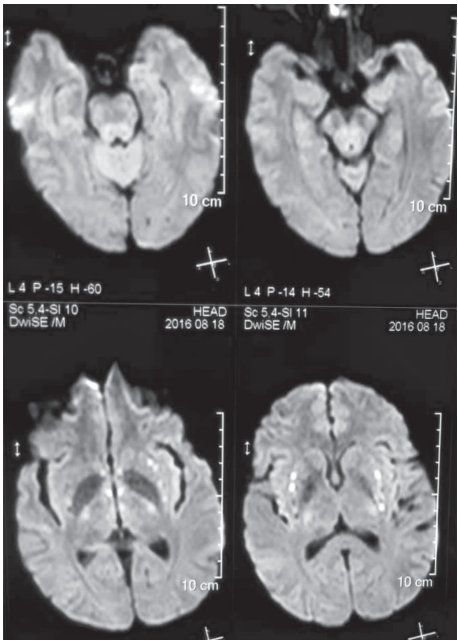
头颅MRI DWI示双侧豆状核、脑干背侧、小脑蚓部对称性异常信号影
